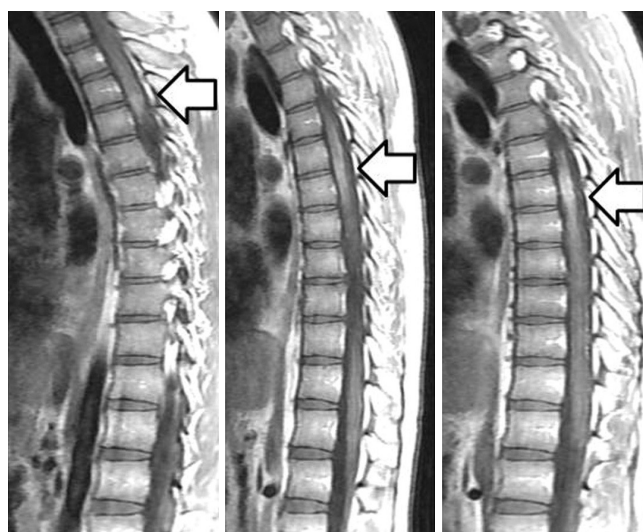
Type E. Acute myelitis in patient 2, without recurrence of acute myelitis. Contrast-enhanced T1-weighted sagittal image shows subtle diffuse contrast-enhancement in whole spinal cord (arrows) with diffuse strong contrast-enhancement.
